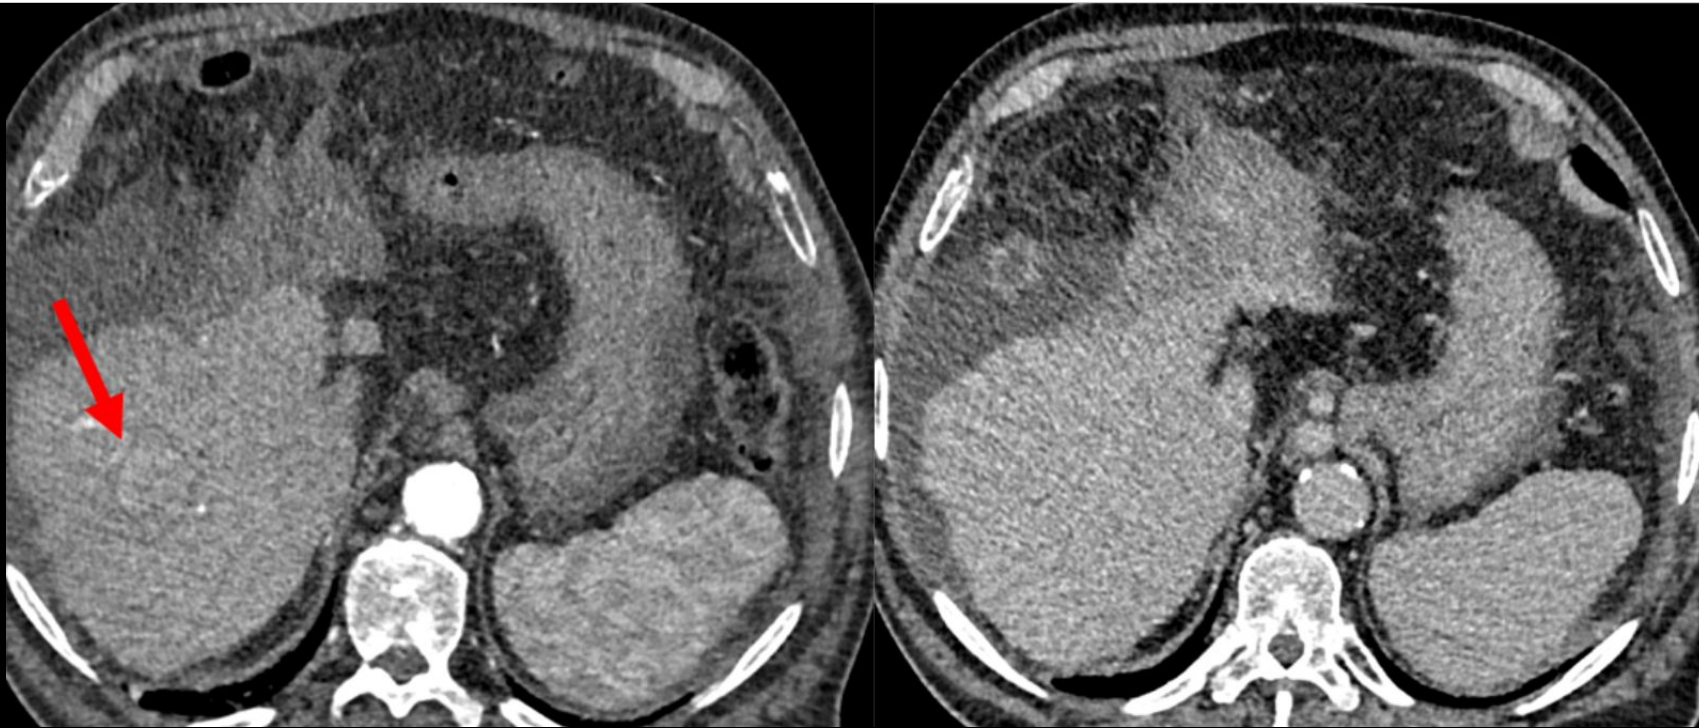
Categoría LR-4: >20 mm. Hipercaptación arterial no en anillo. TC con contraste en fase arterial (izquierda) con captación de nódulo >20 mm en segmento VII y en fase venosa (derecha) que no muestra lavado.
